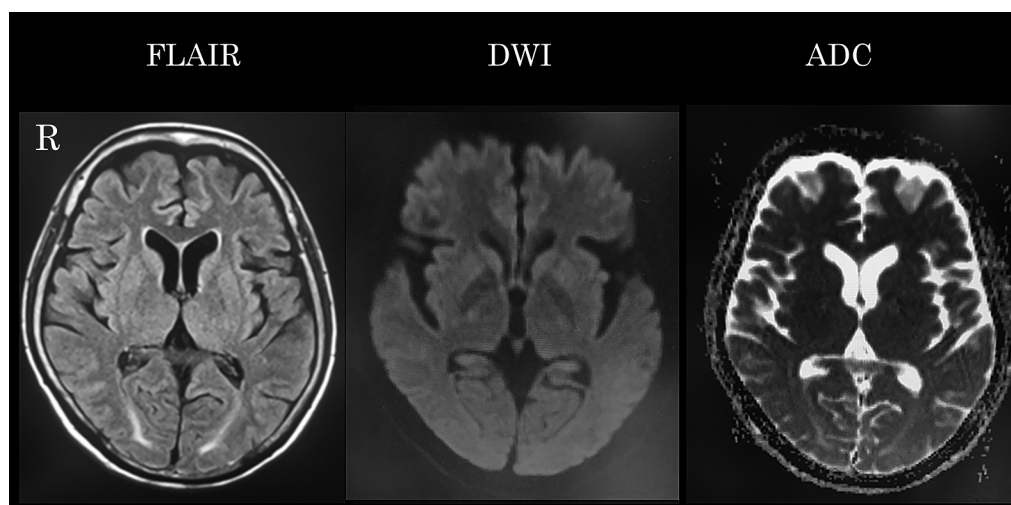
Day 37 Brain MRI.
